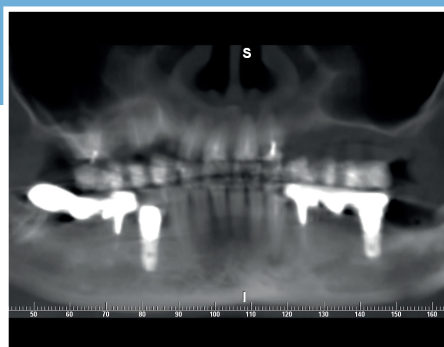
CT panorámica preoperatoria que muestra los elementos dentales residuales y la anatomía de los senos maxilares.
